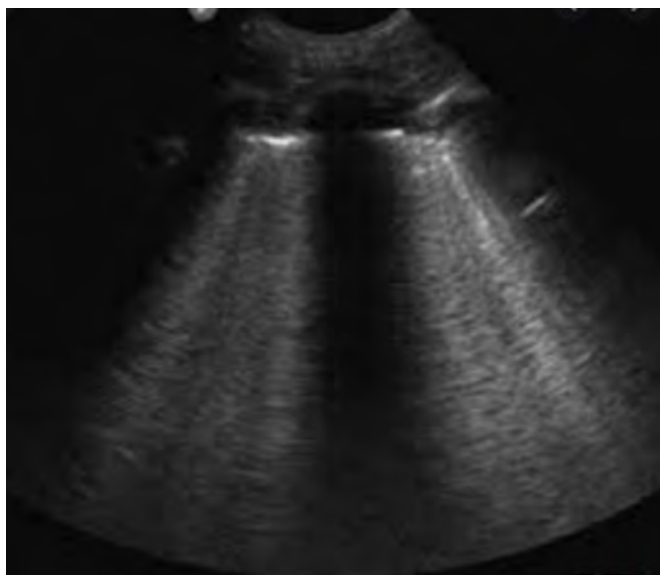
Ultrasonido pulmonar donde se observan líneas B confluentes que ocupan más de 50 a 75% de los campos intercostales, correspondientes a edema pulmonar por COVID-19.
